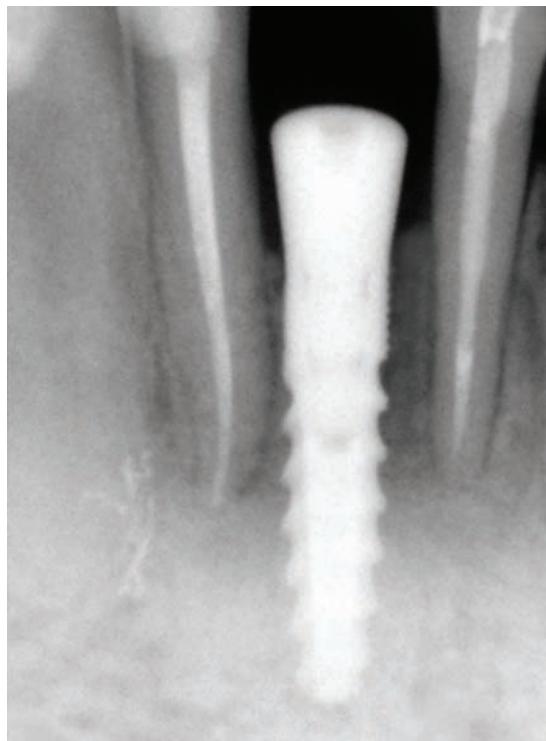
Control digital X-ray intraoral photo at the site 41 taken after implant placement with simultaneous bone reconstruction using the Activioss.
